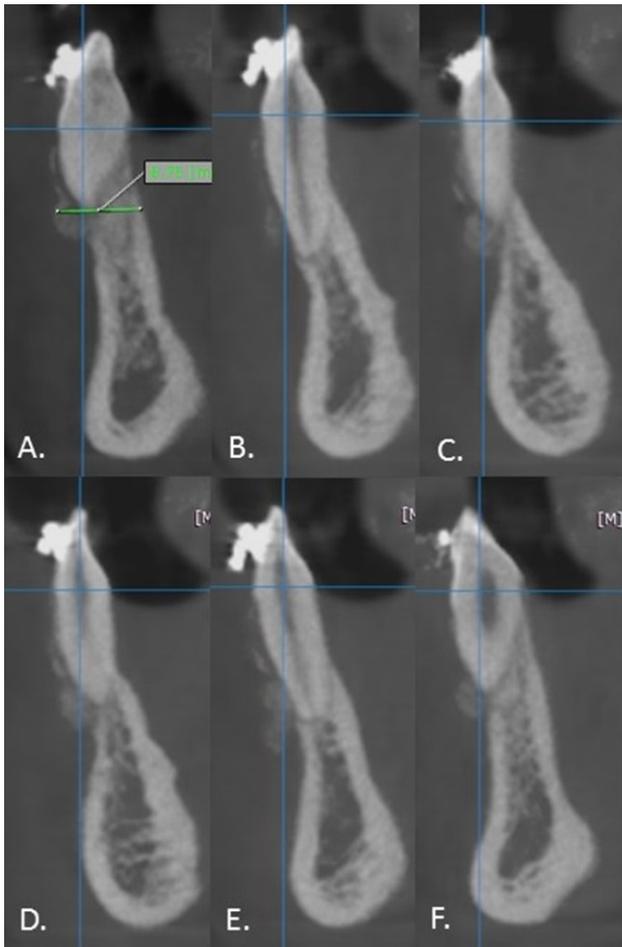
Cortes sagitales de los incisivos y caninos inferiores obtenidos de la tomografía final. A) Canino derecho. B) Incisivo lateral derecho. C) Incisivo central derecho. D) Incisivo central izquierdo. E) Incisivo lateral izquierdo. F) Canino izquierdo.
